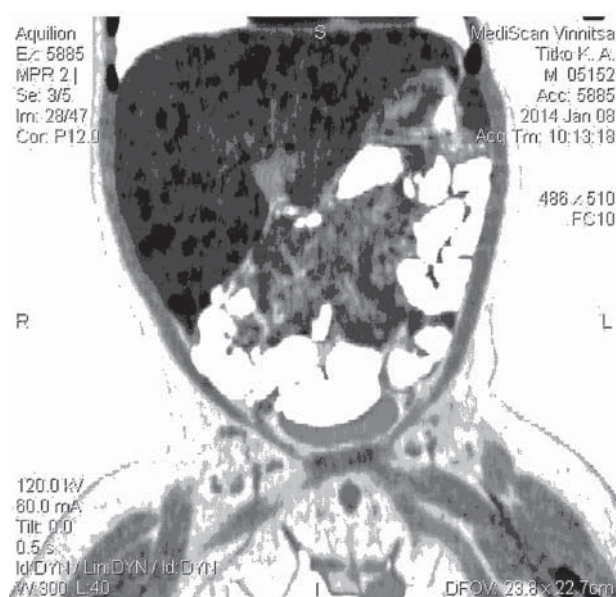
Хворий Т., вік — 7,5 міс. КТ-скан органів черевної порожнини. Вогнищеві ураження печінки
